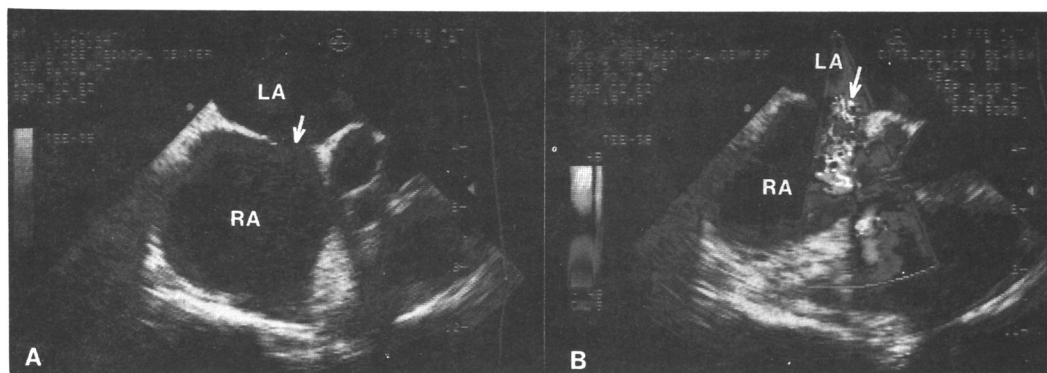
Transesophageal echocardiography shows atrial septal defect(A) and left to right shunt flow(B).
